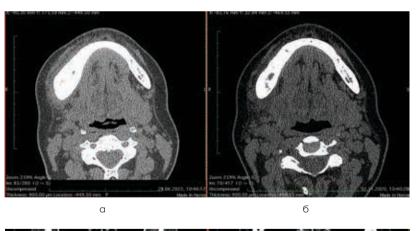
МСКТ пациента с продуктивно-деструктивной формой хронического остеомиелита нижней челюсти в аксиальной проекции. Примечание: стрелками обозначена тень периостальной реакции в области тела нижней челюсти
